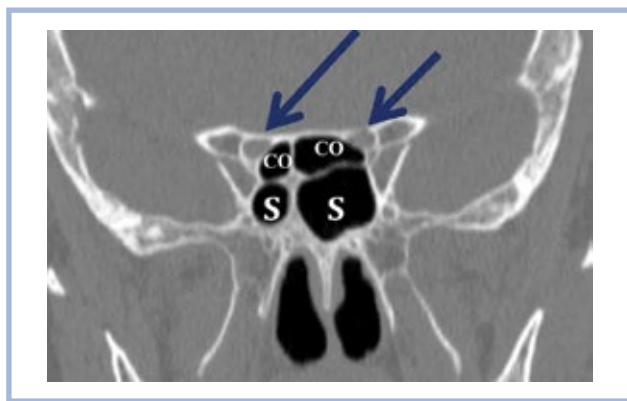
Коронарный срез компьютерной томограммы на уровне клиновидных пазух (*Sinus sphenoidalis* — S).
